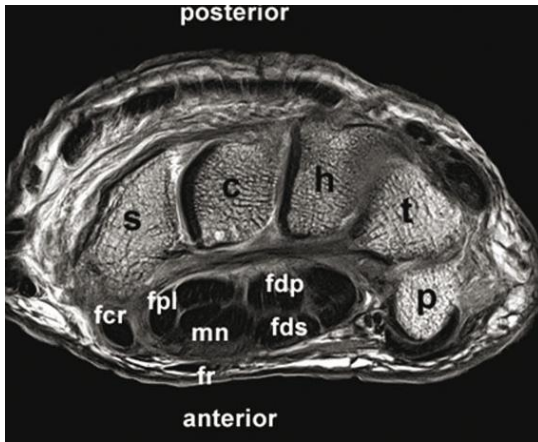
RM. Del túnel del carpo¹⁸
